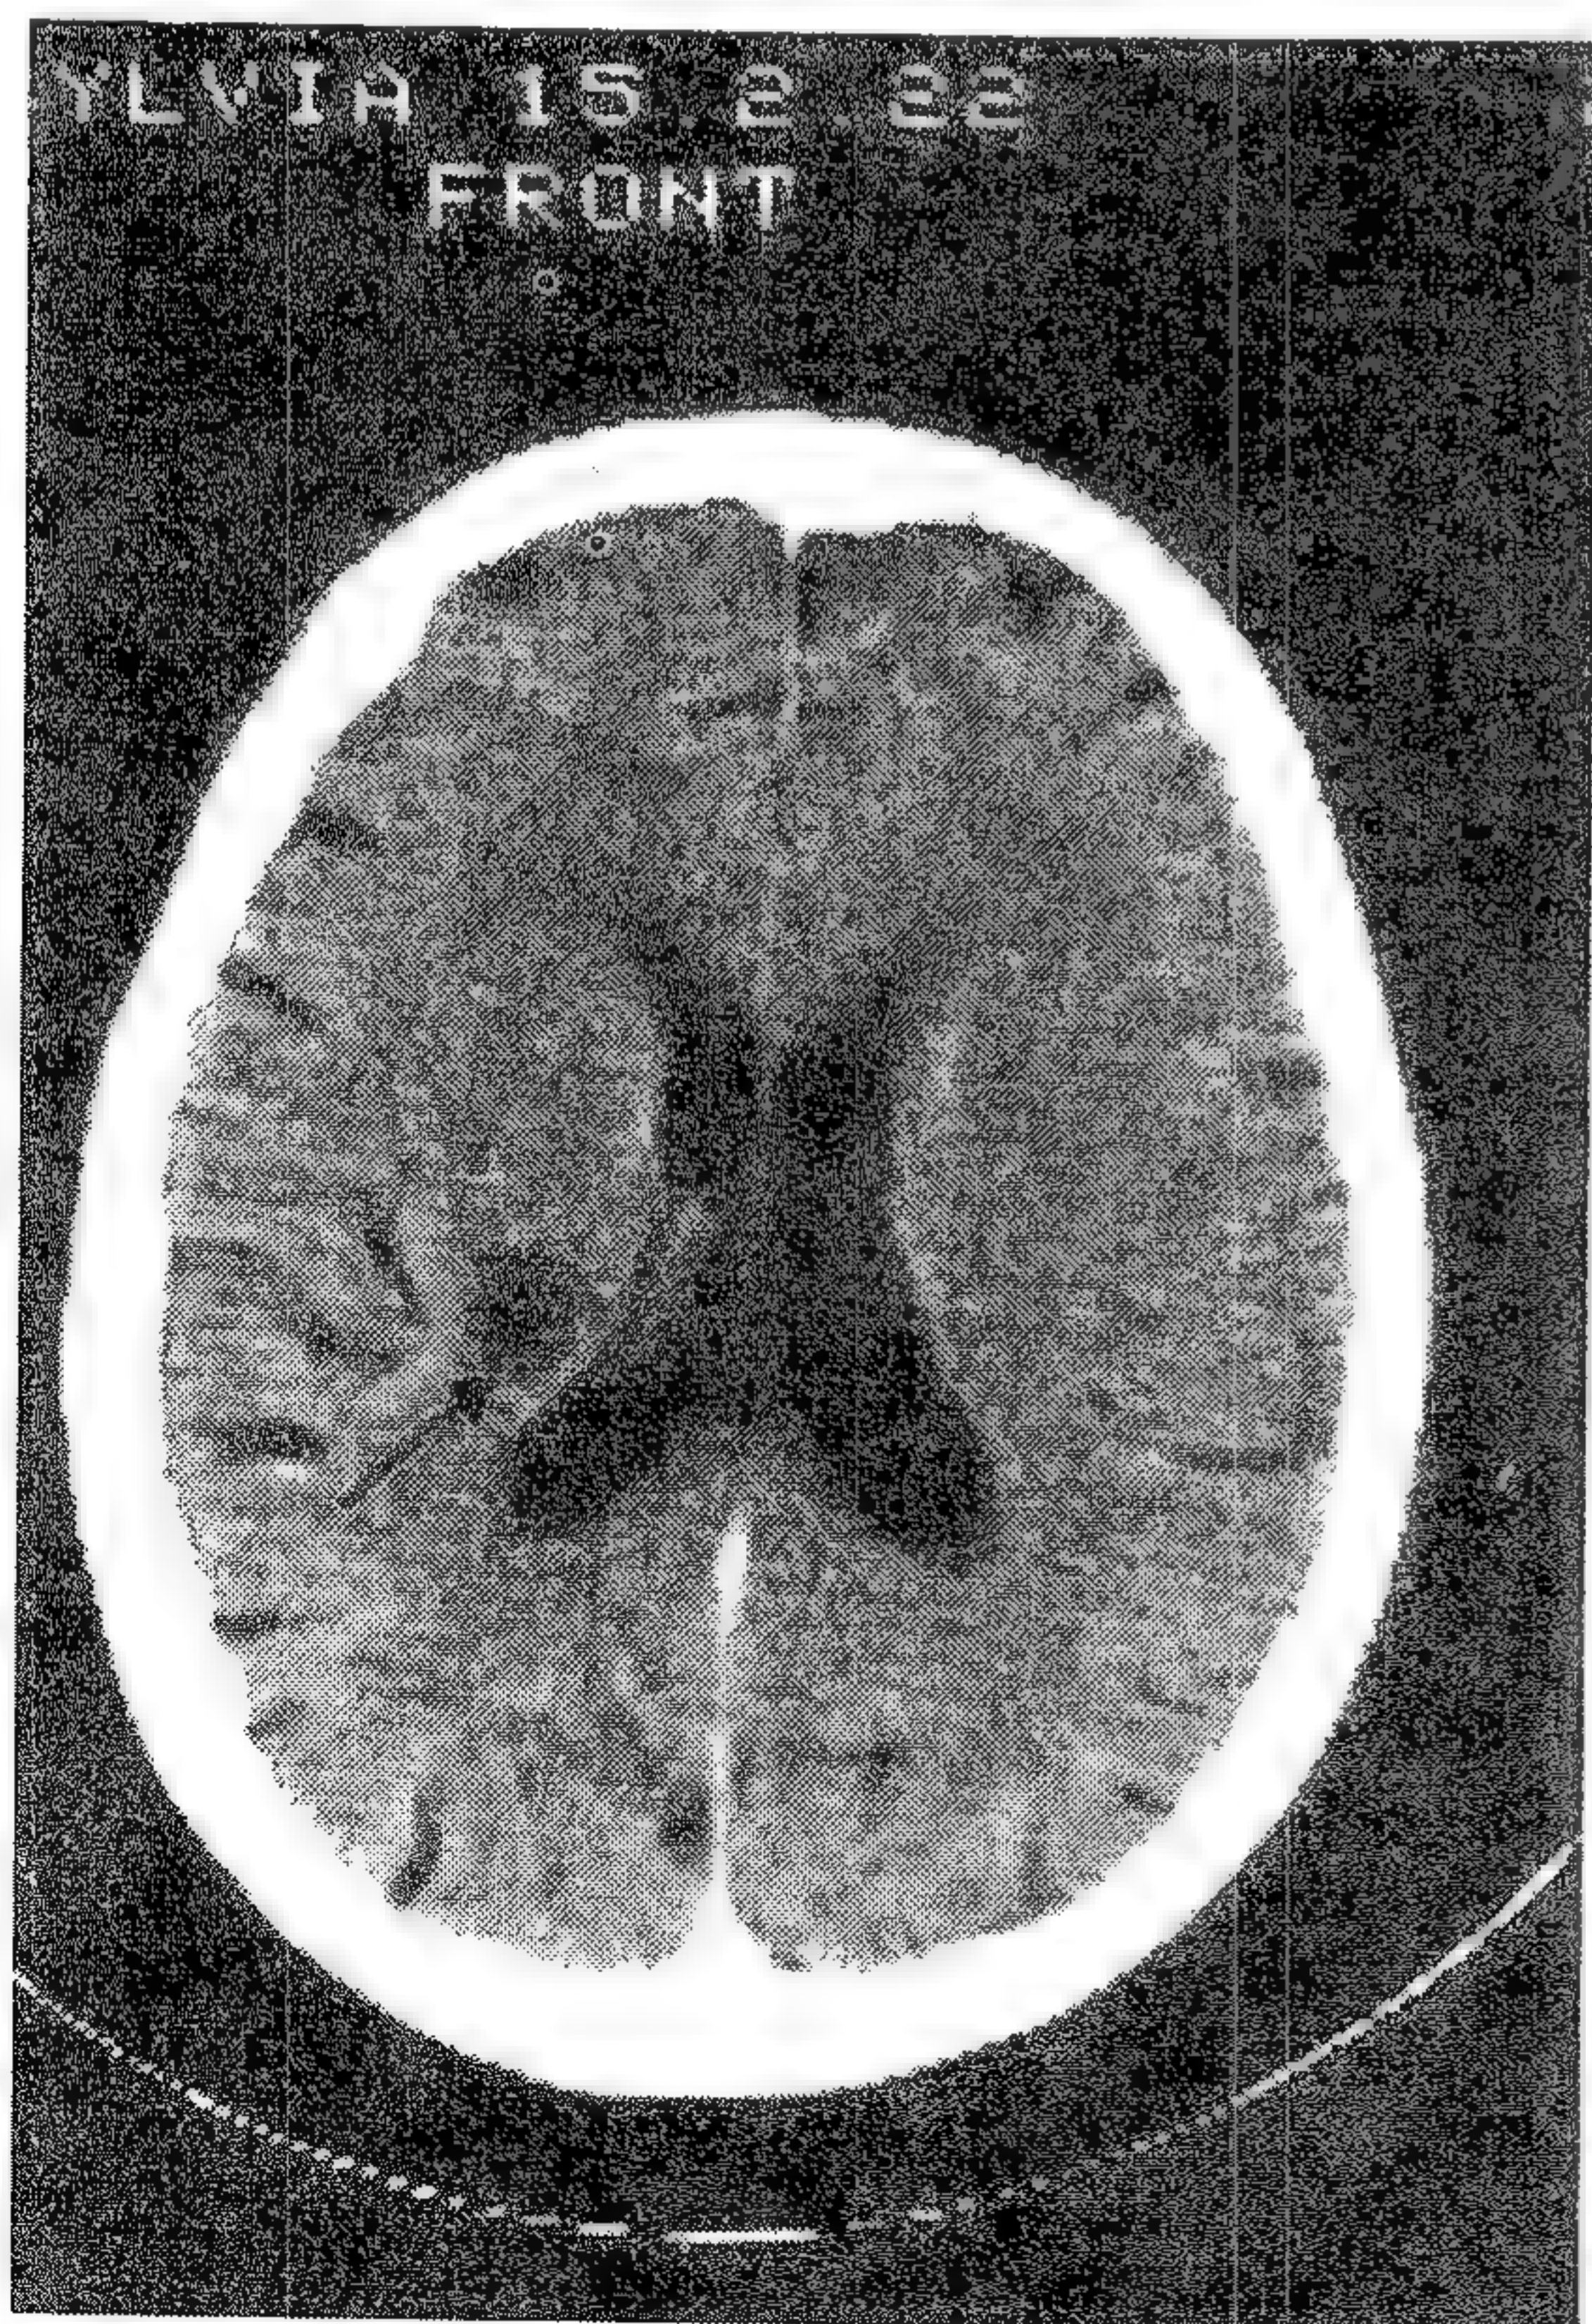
Examen CT al unui infarct lacunar în regiunea limbului posterior al capsulei interne stângi (săgeată). Acest examen a fost făcut la 3 zile după debut. Dacă acest examen ar fi fost făcut la 4 săptămâni după debut, aspectul ar fi putut fi considerat fie de hemoragie veche, fie de infarct vechi.
